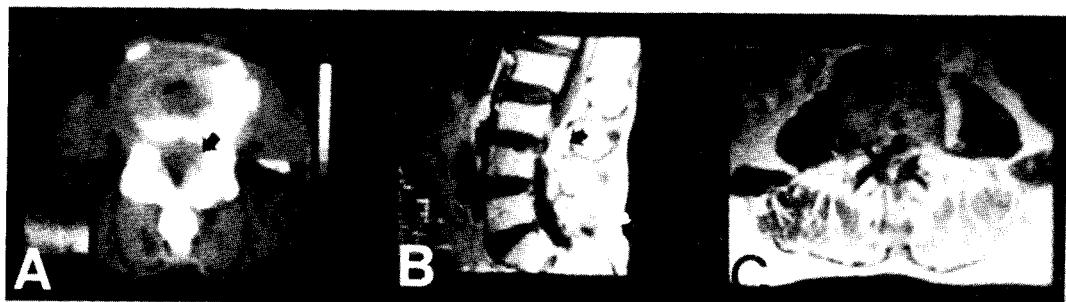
A. Lumbar CT on L4-5 shows bulging disc and posterolateral extradural mass which cannot be clearly identified.
